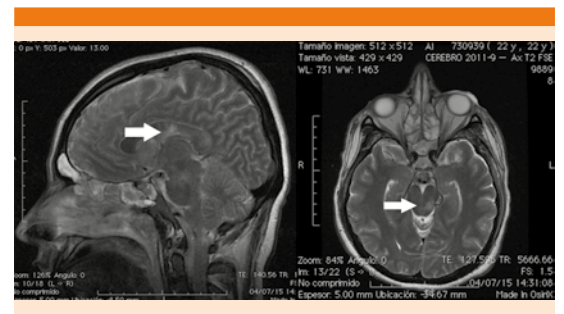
Resonancia magnética en la que se observan lesiones desmielinizantes características de daño axonal difuso en la zona del cuerpo caloso, puente y mesencéfalo (flechas).
